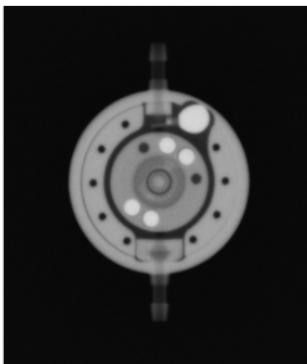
Röntgenbild (verstellbare Gravitationseinheit eingestellt auf 20 cmH₂O; Differenzdruckeinheit: 5 cmH₂O)
